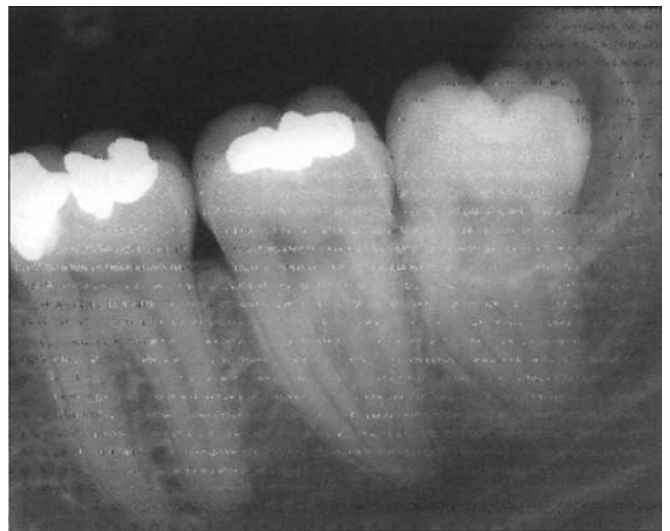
Radiographie rétroalvéolaire suggérant une image de kyste marginal postérieur.
